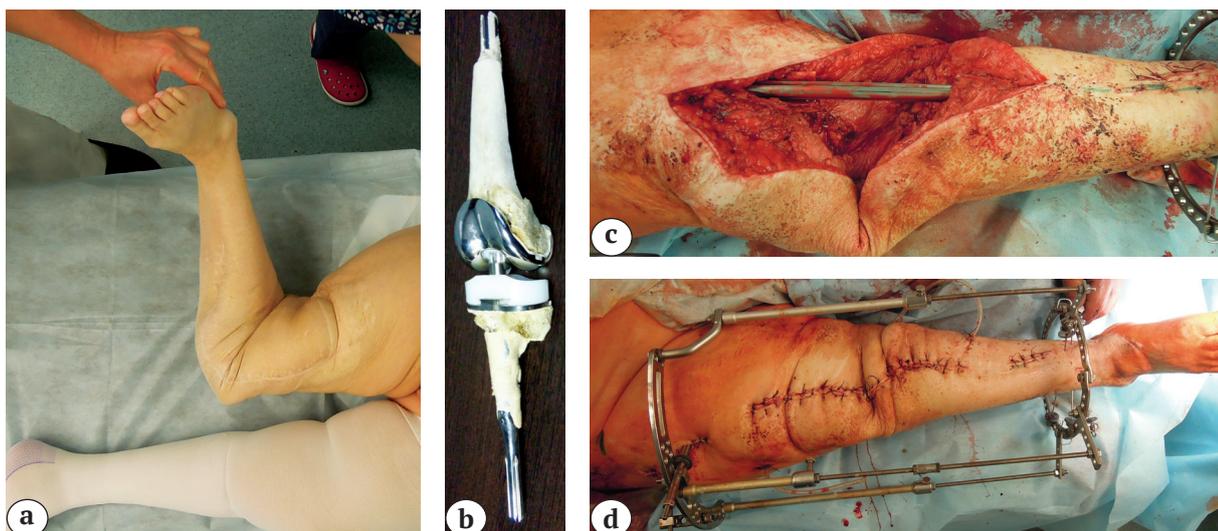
Этапы удаления эндопротеза и артродезирования правого коленного сустава пациентки: а — тотальная нестабильность коленного сустава на фоне вывихнутого эндопротеза перед операцией; б — удаленные компоненты эндопротеза и структурные аллотрансплантаты; с — в костномозговые каналы введен интрамедуллярный стержень; дефект костей, образующих коленный сустав, 19 см; д — наложен АВФ, рана ушита; е — послеоперационные рентгенограммы
